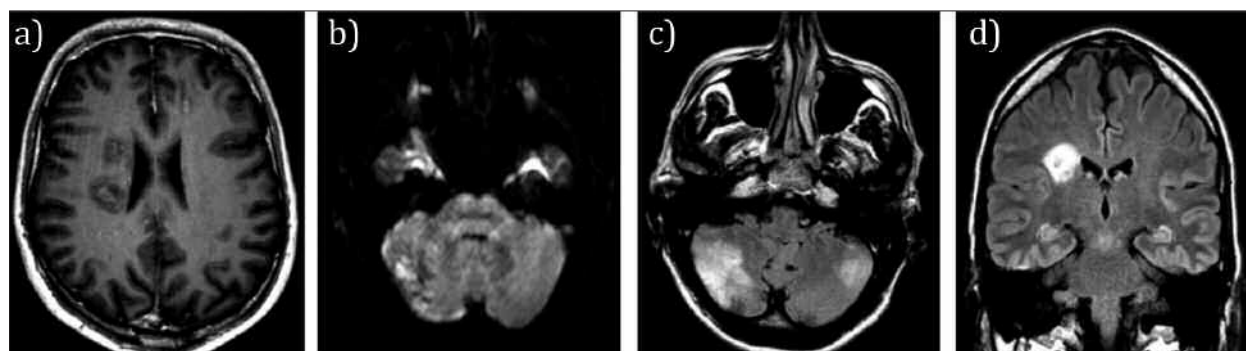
MRI features in CNS Intravascular Lymphoma: a) Axial T1, b) Axial Diffusion, c) Axial Gadolinium, d) Coronal Flair.
